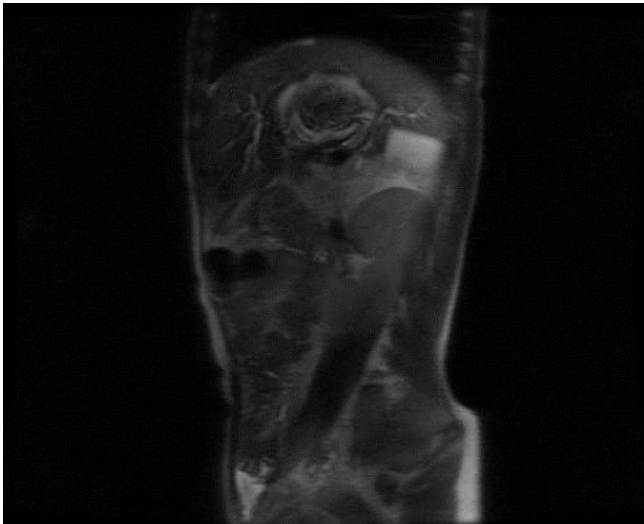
МРТ-холангиограмма. Блок в области гепатикохоледоха с расширением левого долевого и правого латерального желчного протока до 8-10 мм. Наблюдается укорочение холедоха до 2,5 см (возможно как следствие ранее выполненного вмешательства).
